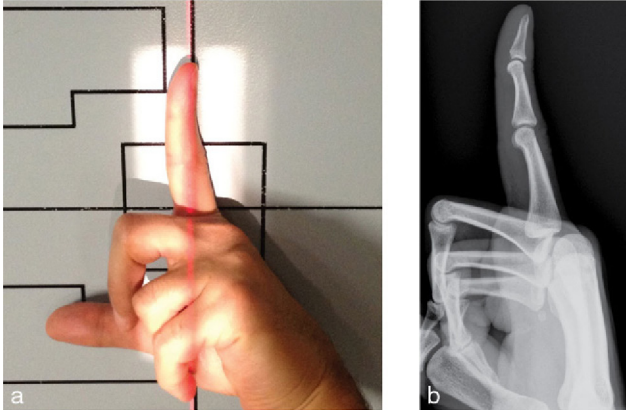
Radiographie index de profil strict.
